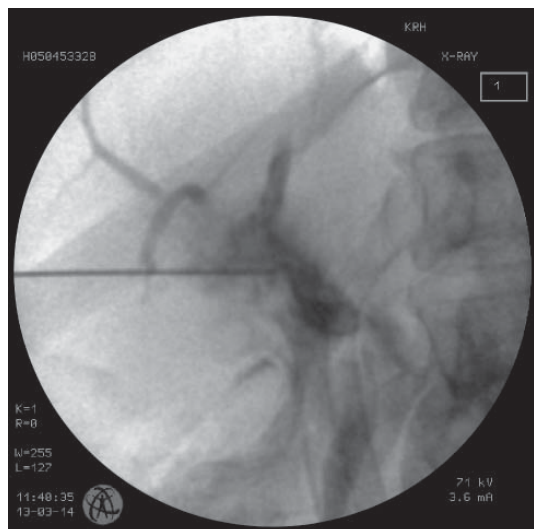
Холангиограмма. Прицельная пункция минимально расширенного внутрипеченочного желчного протока, сопоставимого по диаметру с пункционной иглой 17,5G, под контролем УЗИ.
